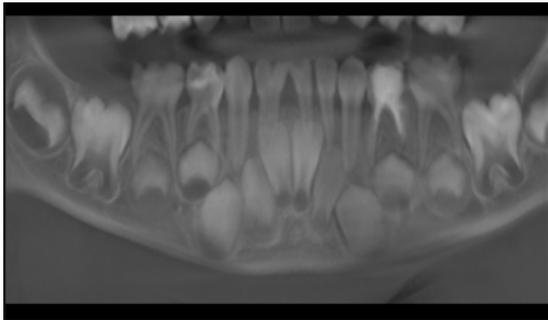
Tomografía computarizada. Panorámica.
